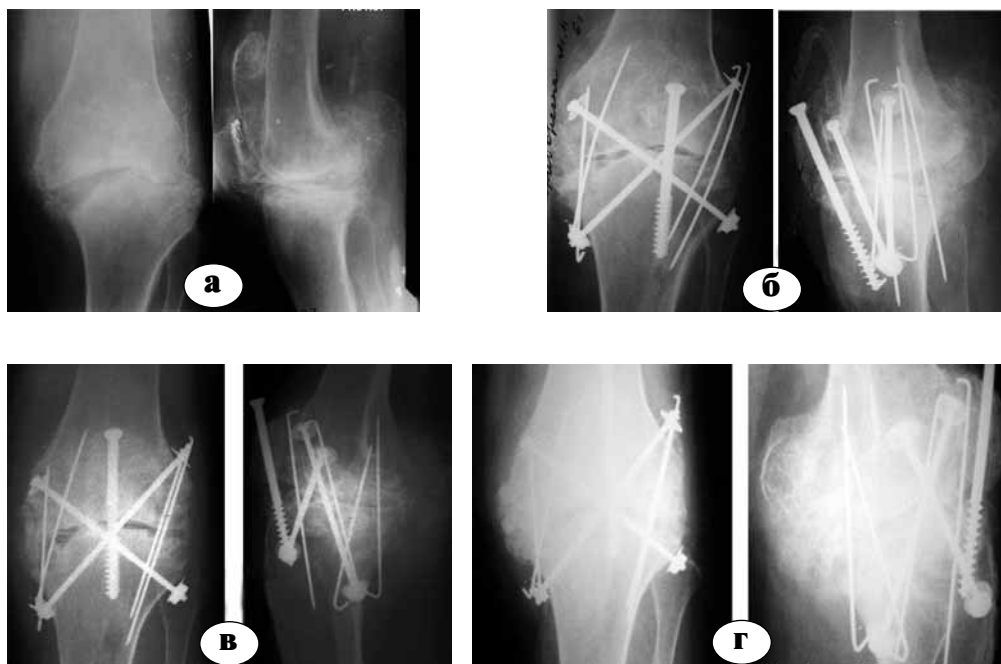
Рентгенограммы больной Ш., 68 лет:
